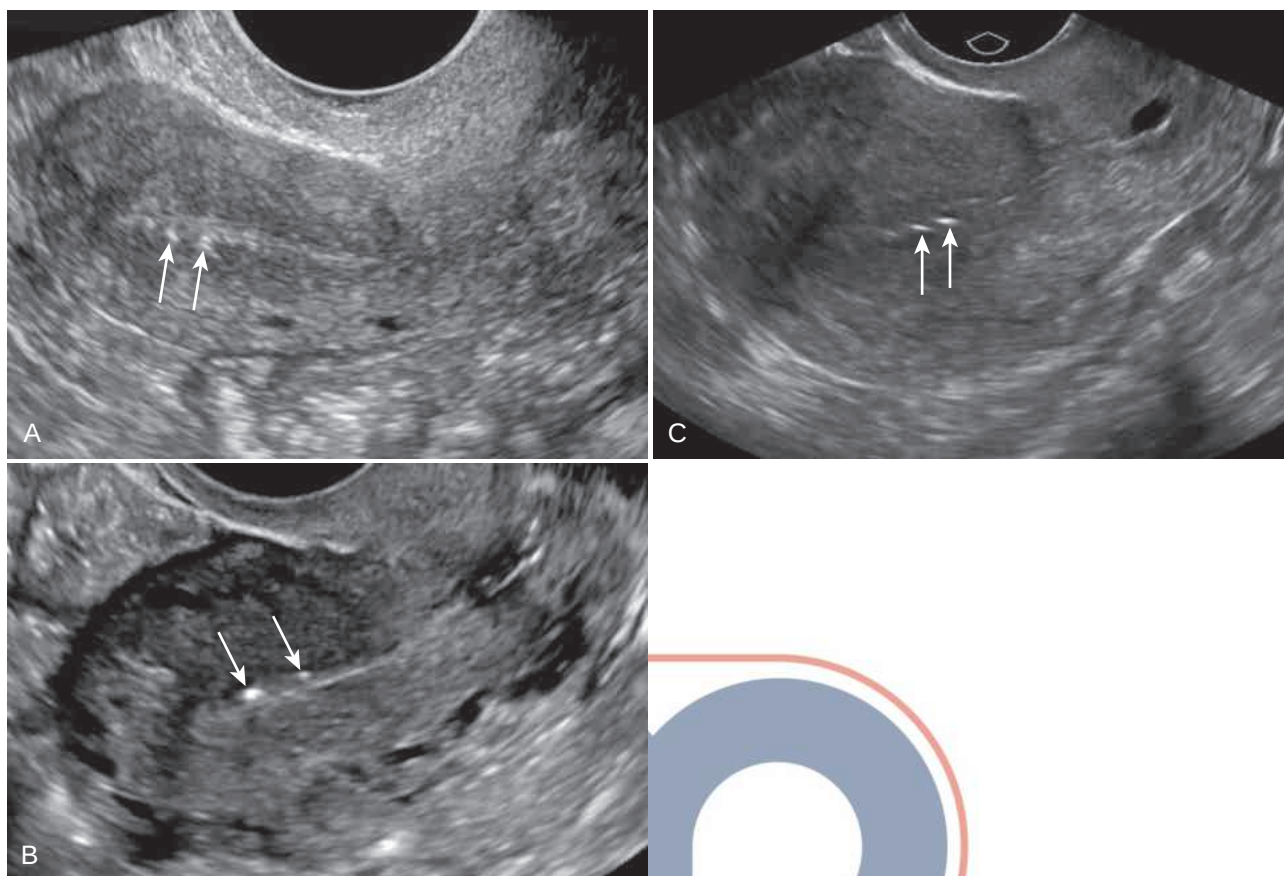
Calcificaciones en la interfase miometrio/endometrio. (A-C) Imágenes sagitales de ecografía transvaginal (TVS) en tres pacientes muestran unos pocos focos ecogénicos punteados (*flechas*), en la interfase del miometrio y endometrio. No hay masas asociadas. Este hallazgo es de dudosa importancia, pero puede estar relacionado con una instrumentación uterina previa o con una infección.
